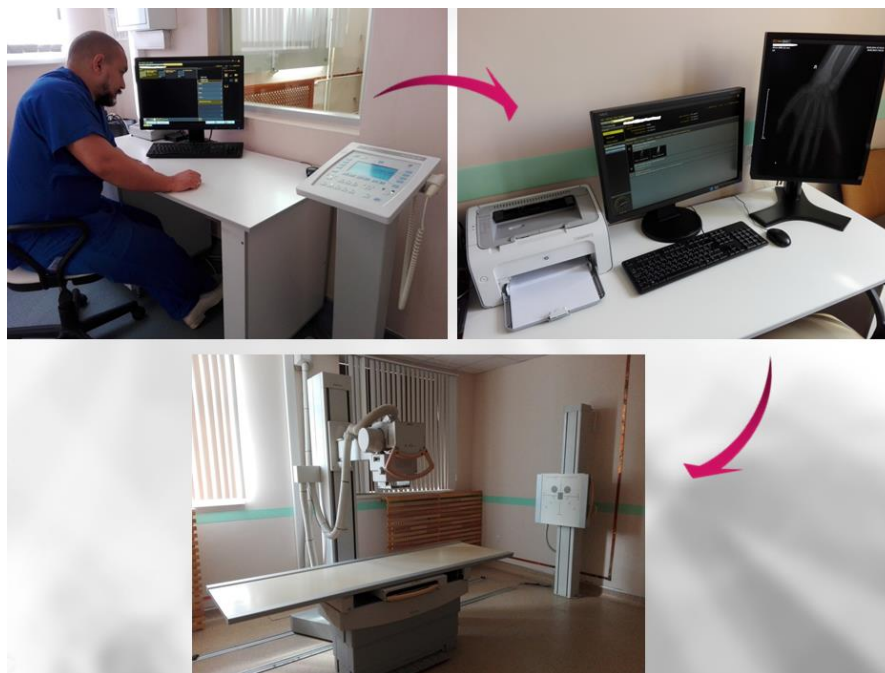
Реализация jidoka в Центре в работе рентген-кабинета.
